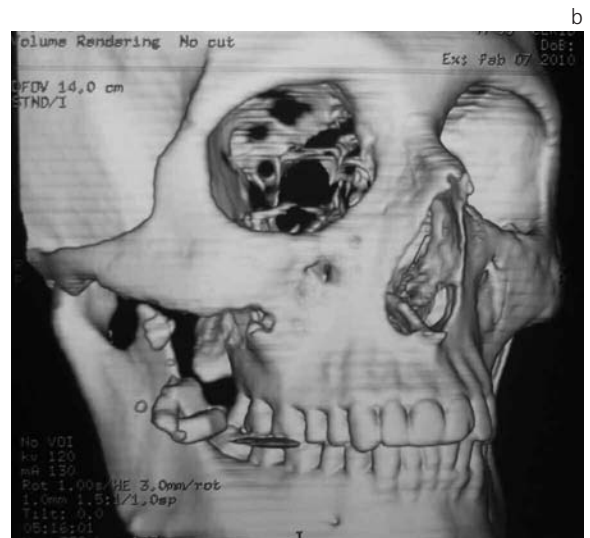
(a) y (b): Reconstrucciones tridimensionales de TC, en las que se observan fractura del hueso malar y maxilar superior derecho y presencia de varios fragmentos óseos.
